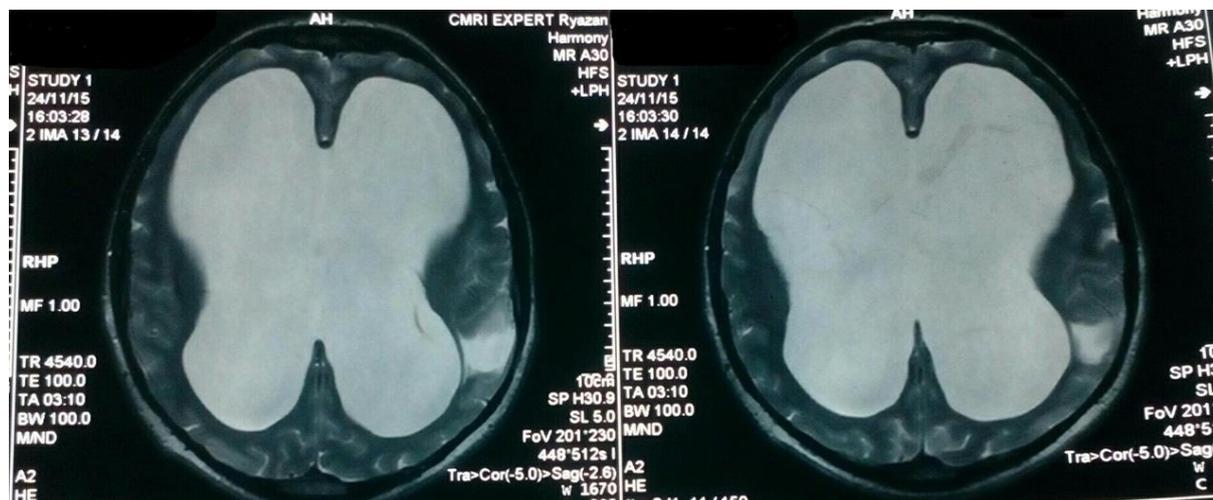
На МРТ головного мозга от 24.11.2015 г.: выраженная гидроцефалия, порэнцефалическая киста в левой височной доле
